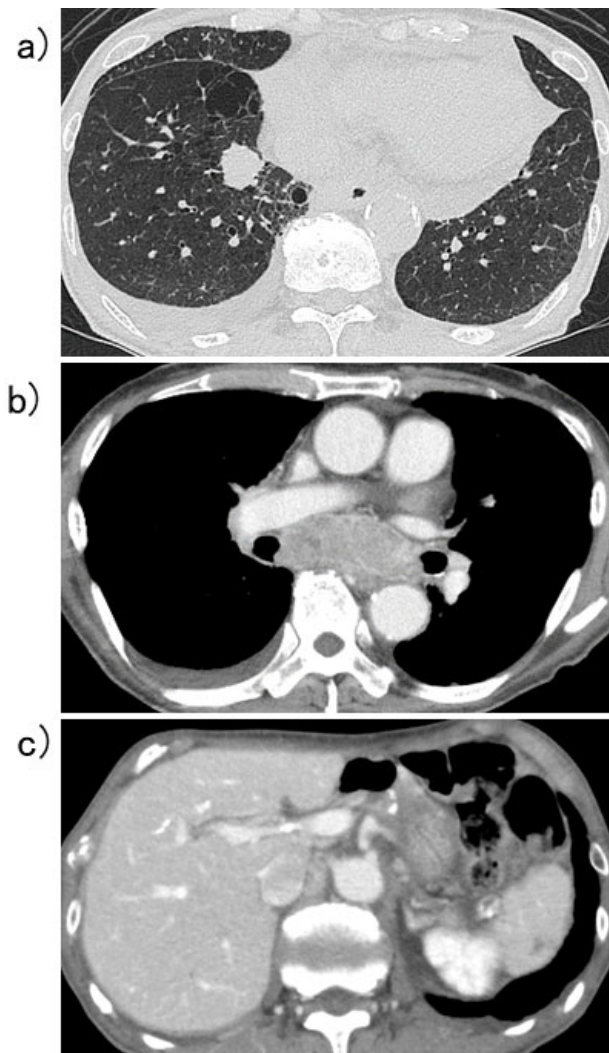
Computed tomography (CT) image of the chest and abdomen one day before the initiation of treatment showing a tumor of 30 mm in diameter in the right lower lobe, right pleural effusion (a), subcarinal lymph node swelling (b), and para-aortic lymph node (c).
